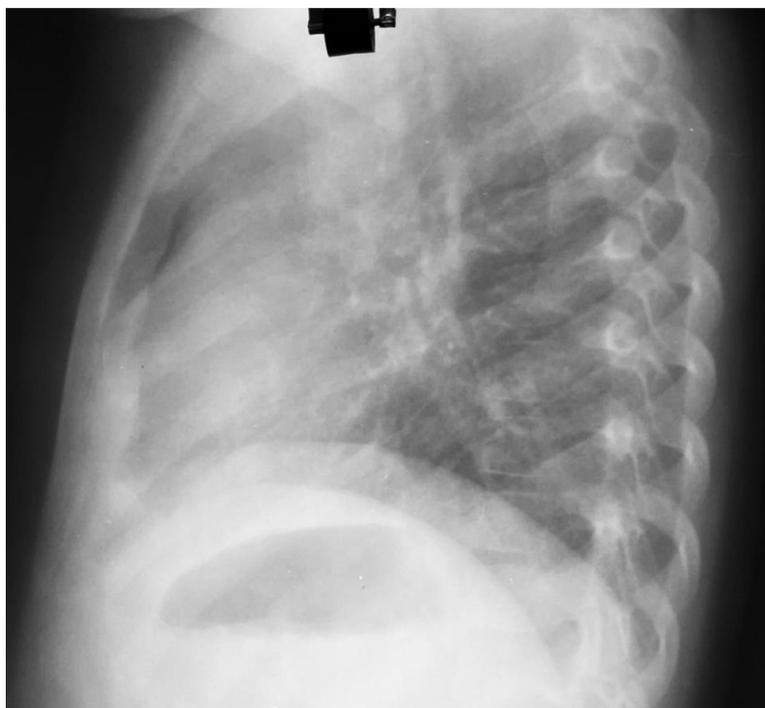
Левая боковая рентгенограмма ОГК от 18.10.2021 г.
